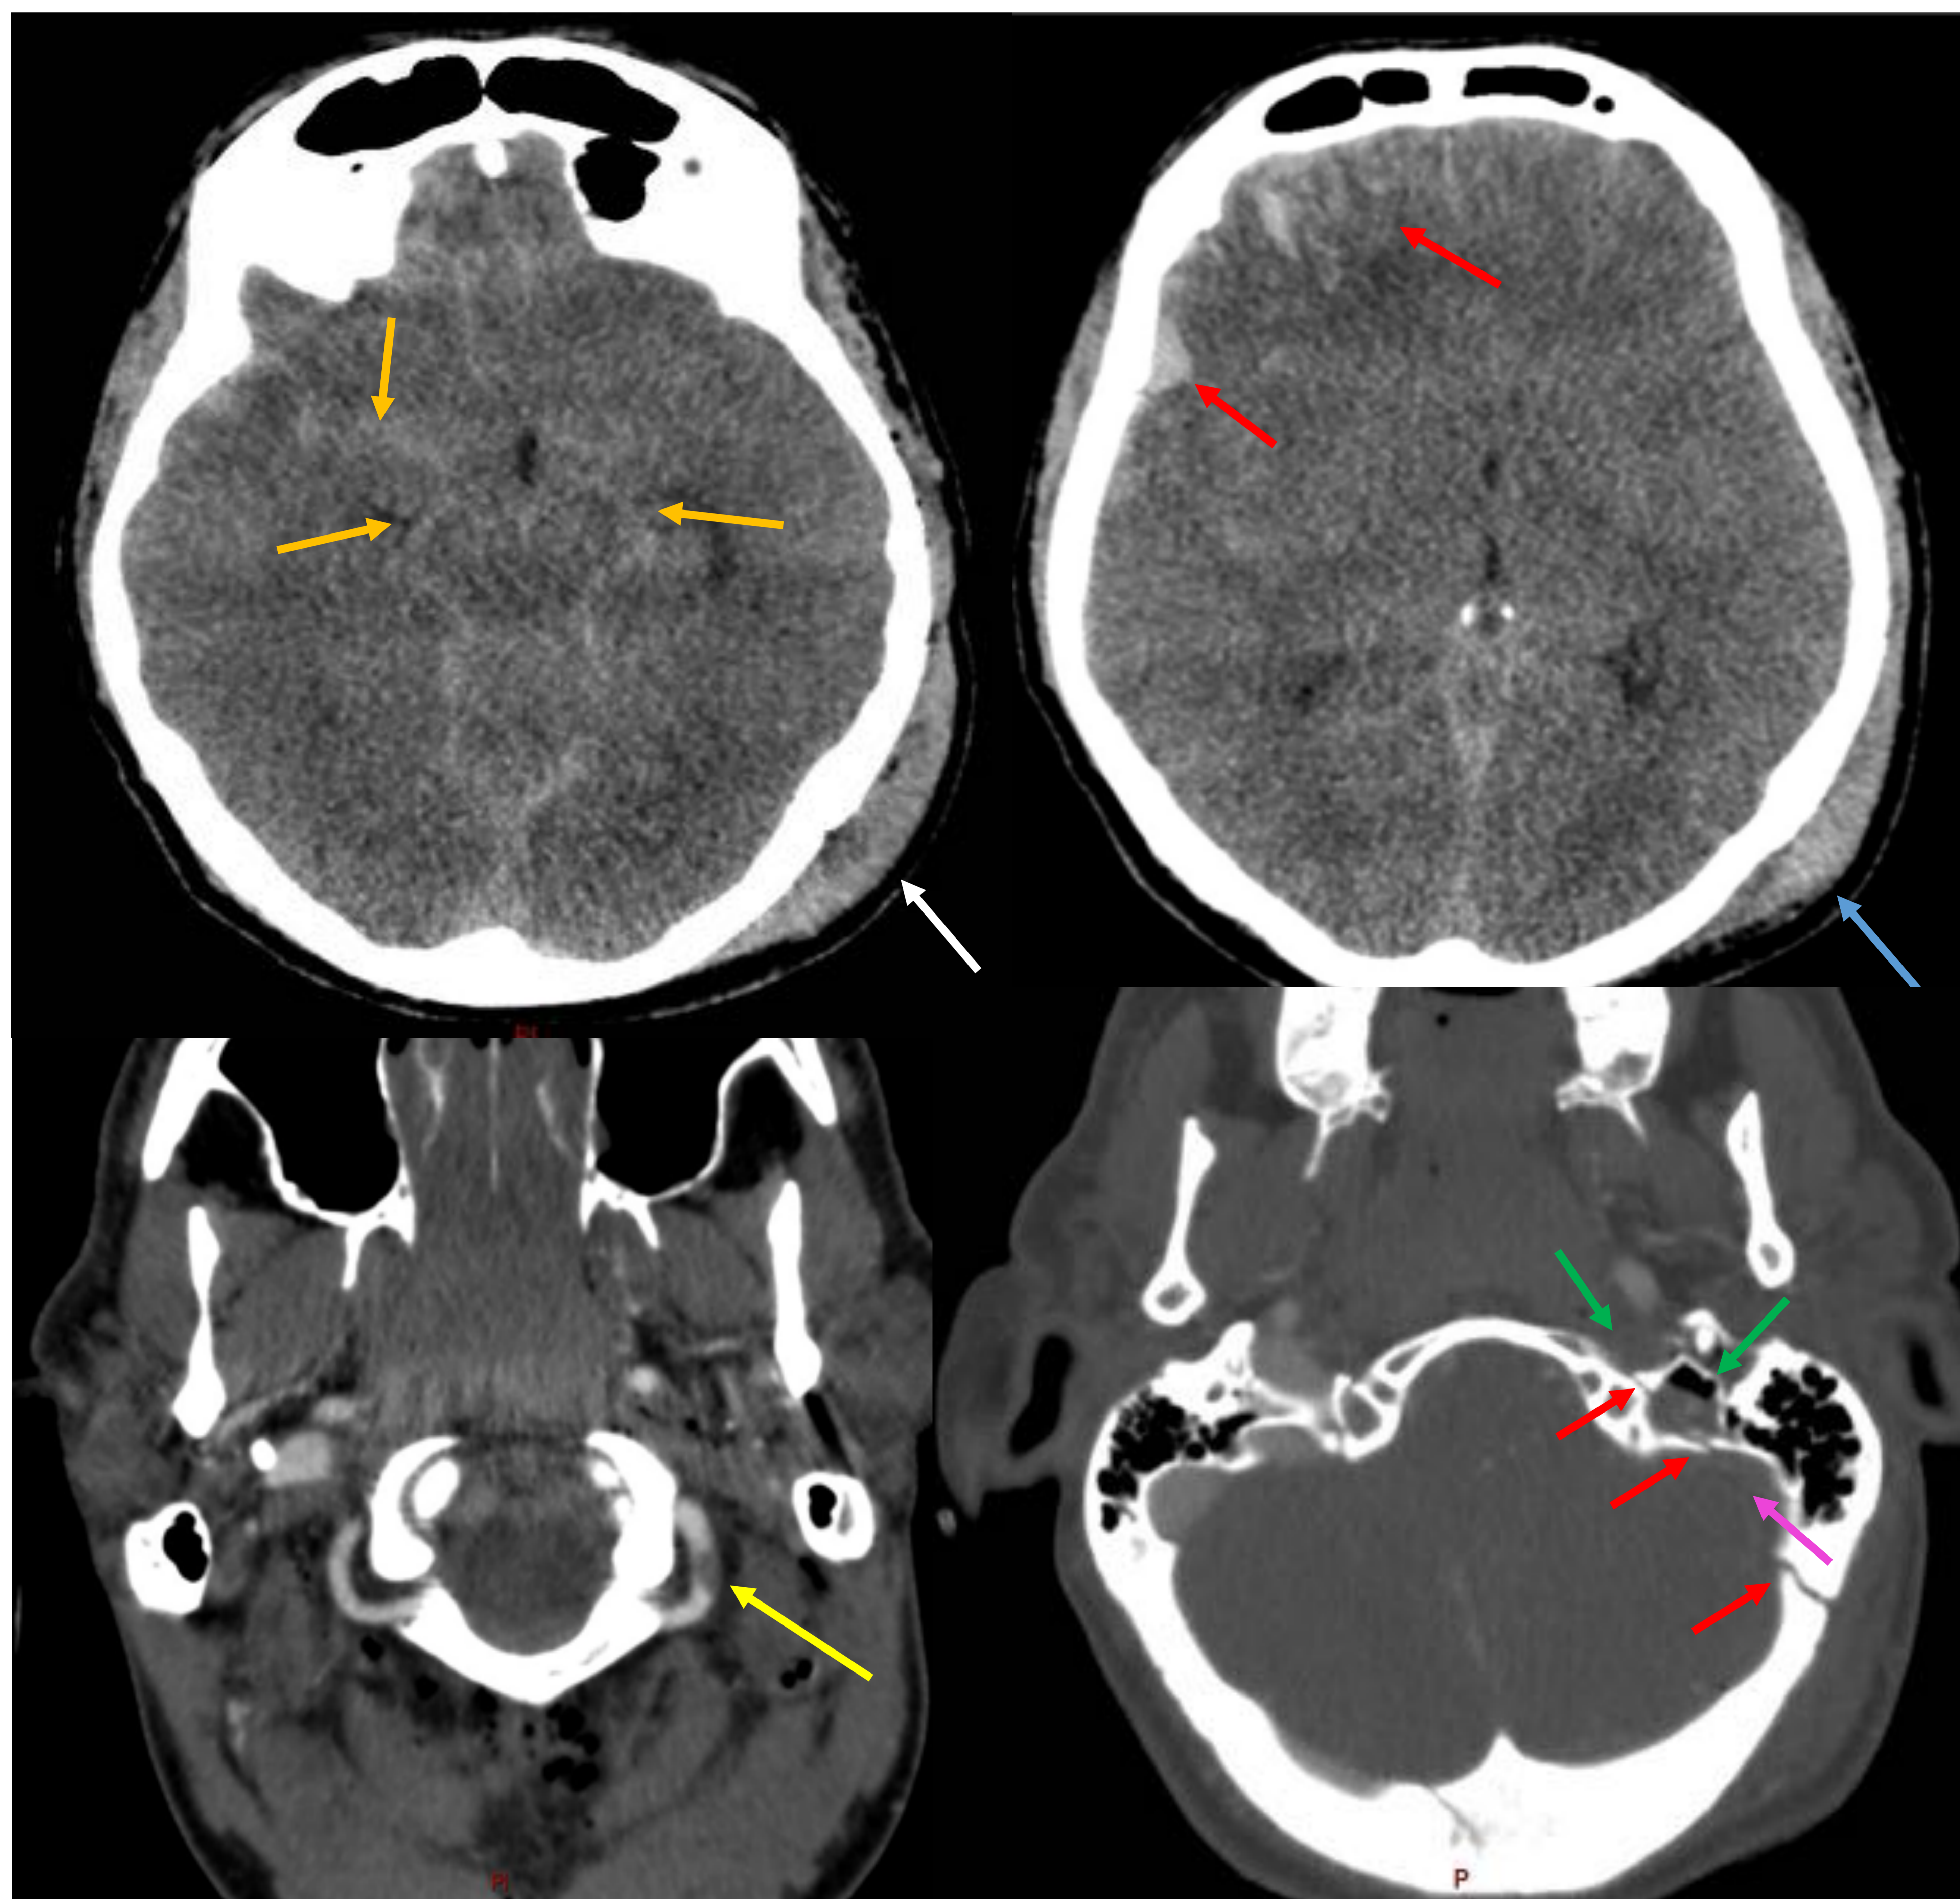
Paciente mujer de 27 años con antecedente de epilepsia en tratamiento con lamotrigina. Es trasladada a nuestro centro tras sufrir accidente de tráfico por colisión frontal con otro vehículo. En la evaluación inicial refería dolor abdominal y se mostraba consciente y hemodinámica estable, aunque con defensa abdominal. La ecografía con protocolo FAST a pie de cama se refiere como negativa.
